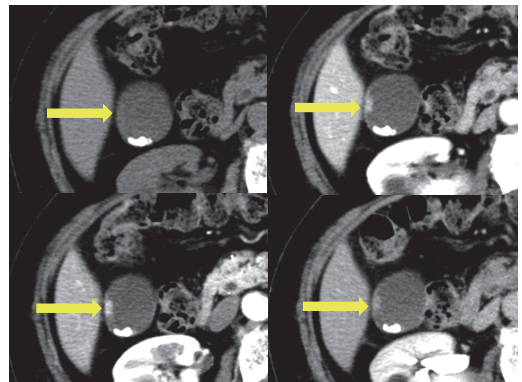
腹部 ダイナミック computed Tomography (CT)
